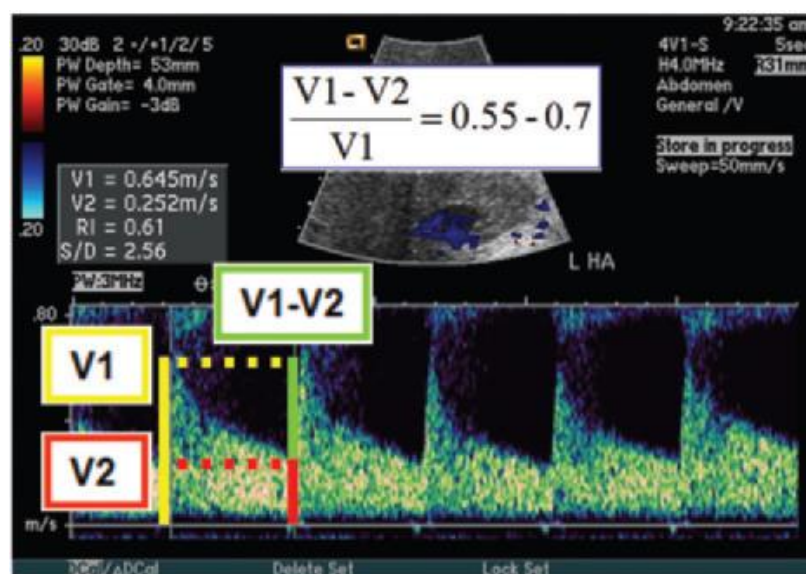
Espectro de Doppler ilustrativo de uma artéria hepática normal, [22].
